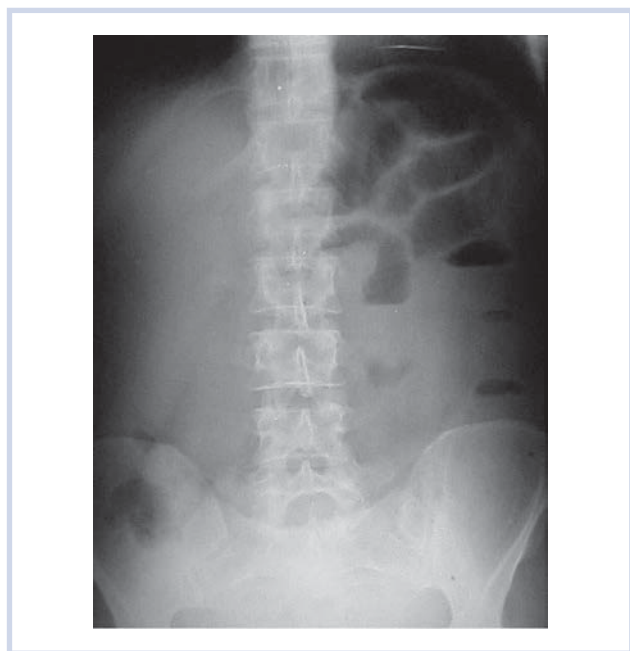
Обзорная рентгенограмма брюшной полости. Видны чаши Клойбера, уровни жидкости.
